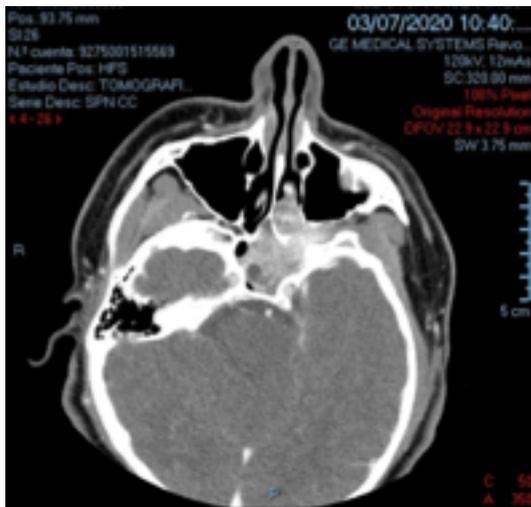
Corte axial de TAC de senos paranasales con aplicación de contraste endovenoso (2020). Nótese que la tumoración se extiende parcialmente hacia la fosa infratemporal izquierda.
